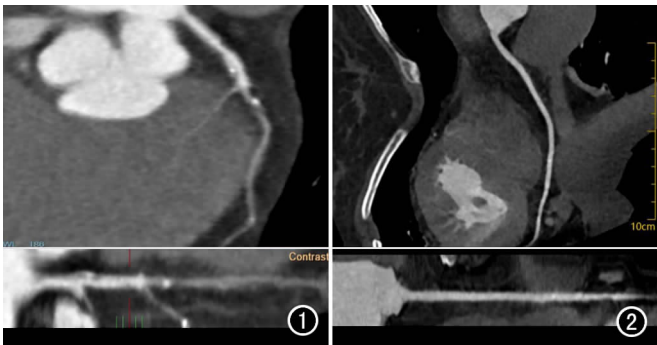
图像质量评分不合格示例图。LCX 近段,CT 值为 210 HU,未达到 325 HU。图 2 图像质量评分合格血管示例图。RCA 近段,管腔内 CT 值为 415 HU>325 HU。
